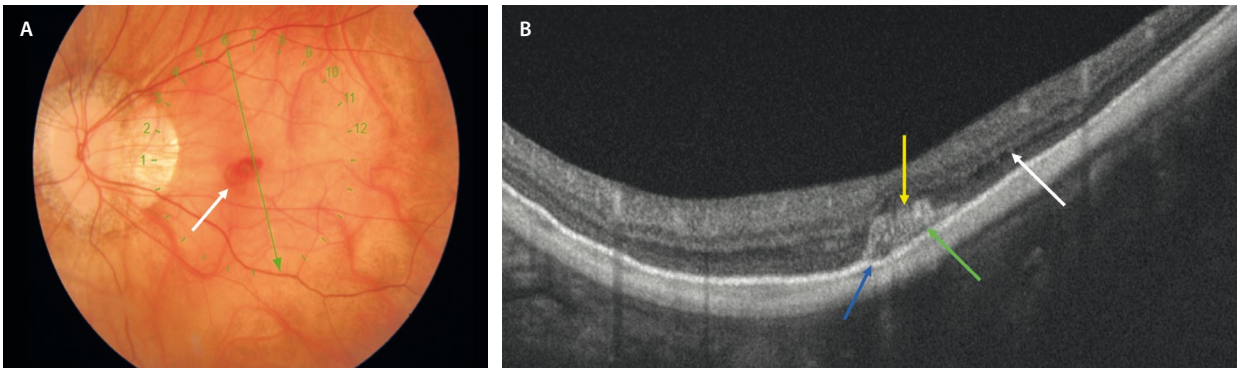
A) En la retinografía se observa un fondo miópico con hemorragia a nivel macular (flecha blanca). B) La tomografía de coherencia óptica muestra integridad del epitelio pigmentario de la retina (flecha azul), foveosquisis (flecha blanca) y material hiperreflectivo (flecha amarilla) que corresponde a hemorragia espontánea con una línea hiporreflectiva que la separa del epitelio pigmentario de la retina (flecha verde).
